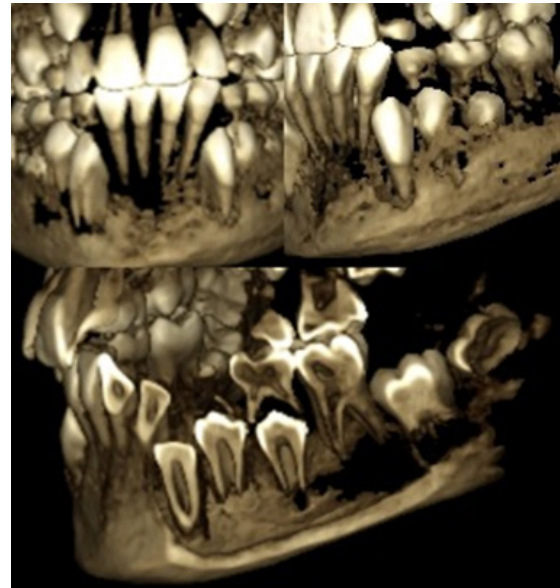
Reconstrucciones volumétricas en 3D de tomografía computarizada de haz cónico del paciente de sexo masculino de 9,10 años, donde se observa el desarrollo de los dientes 31 al 37.
